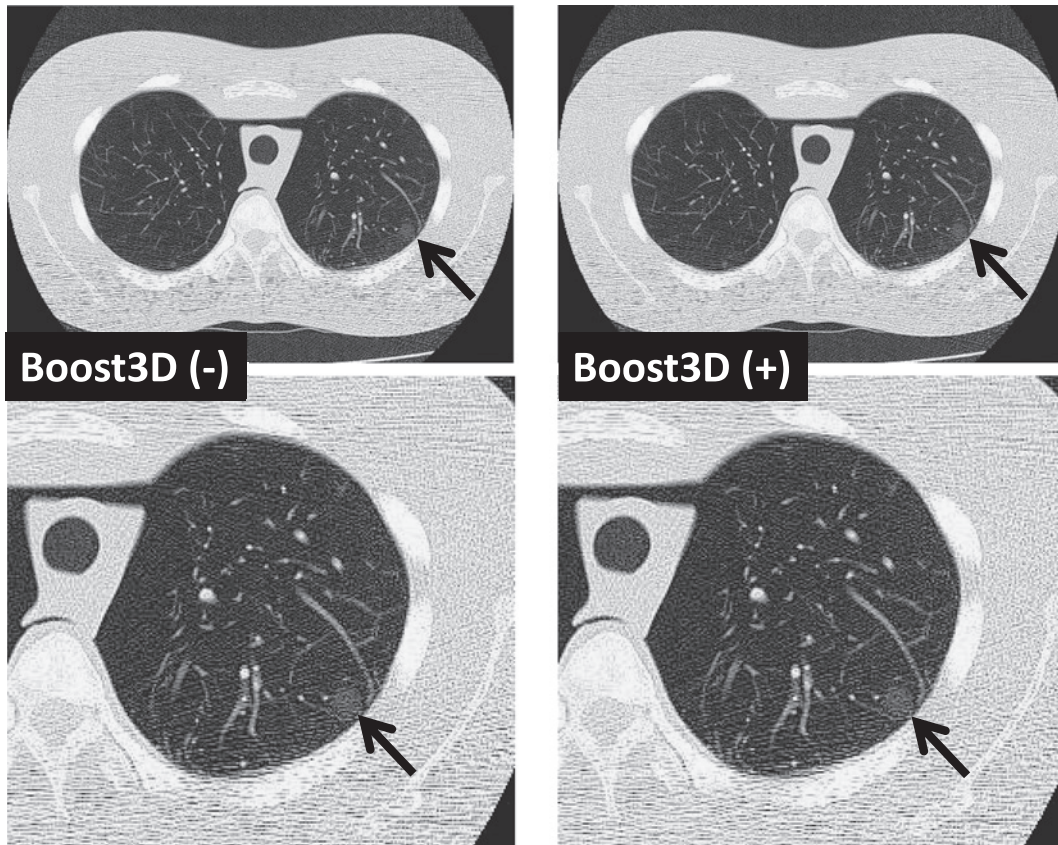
Changes of the lung phantom CT images using the Boost 3D.
